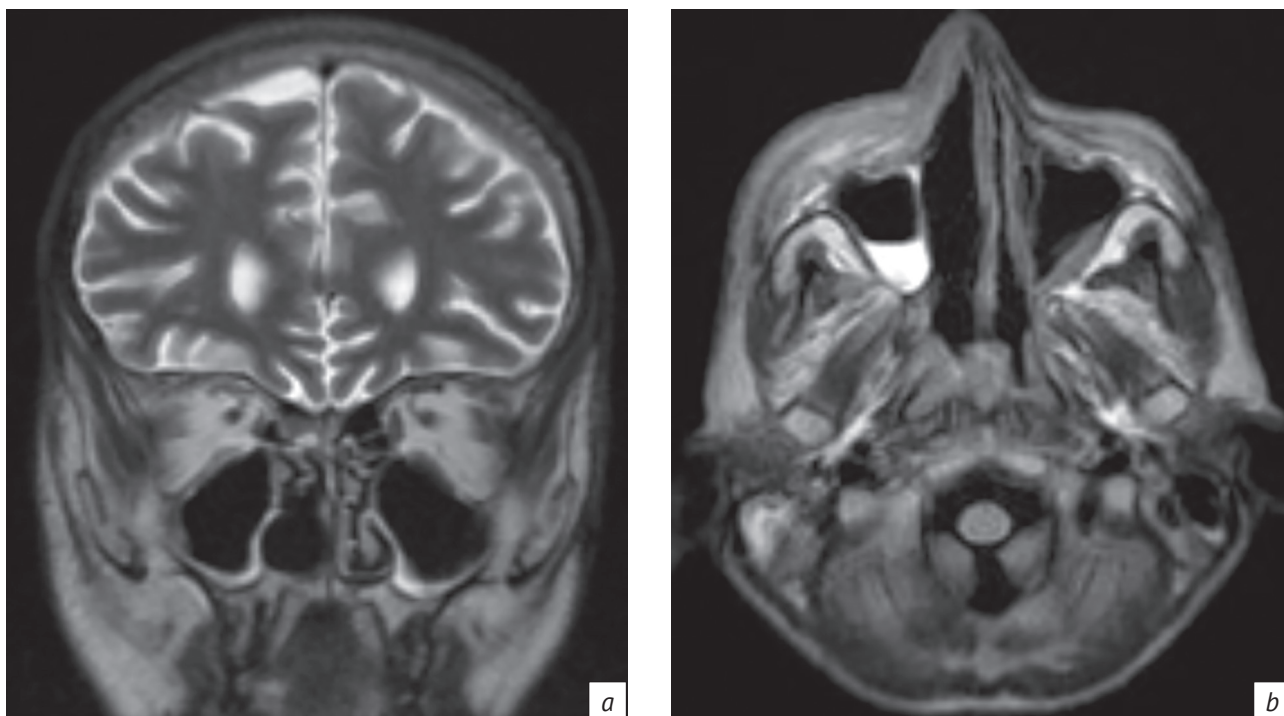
МРТ в режиме Т2-ВИ в корональной проекции (а) и в режиме FLAIR в аксиальной плоскости (b). Значительное снижение интенсивности МР-сигнала костной ткани правых носовых раковин – «признак черной носовой раковины»
